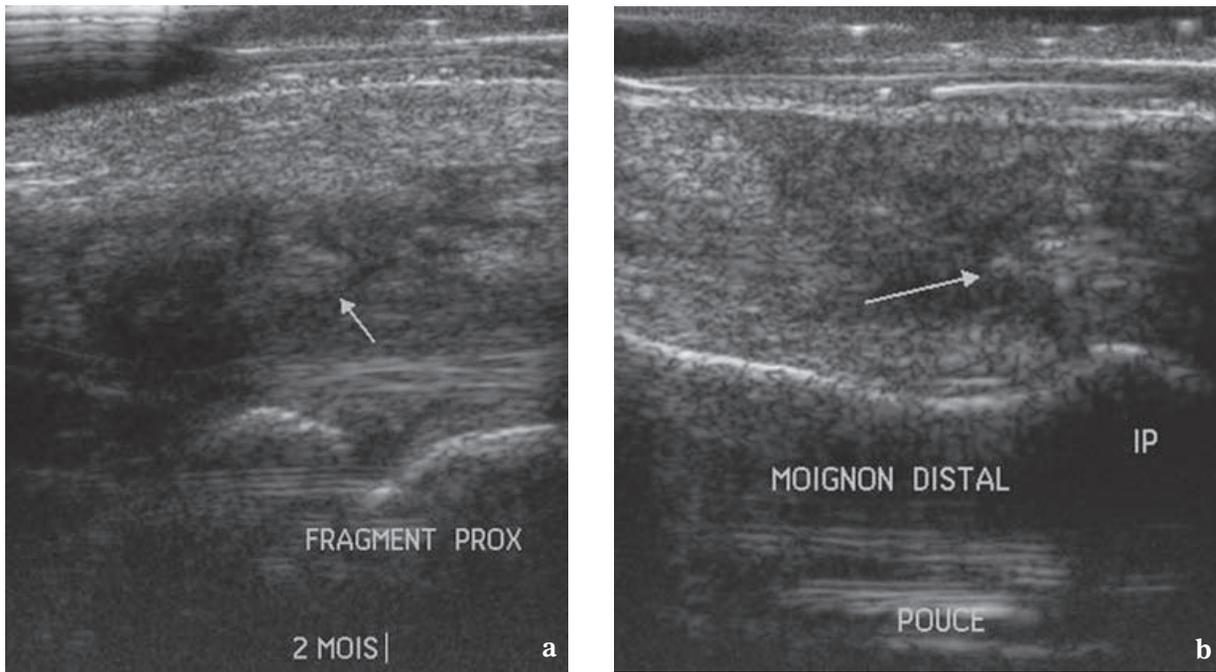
Re-rupture du tendon long fléchisseur du pouce. Apparition brutale d'un déficit de flexion du pouce à deux mois d'intervention pour rupture tendineuse. Coupes échographiques longitudinales montrant l'absence de continuité tendineuse et passant par le fragment proximal (a) et le fragment distal (b). Gaine synoviale très épaissie et hypoéchogène.
